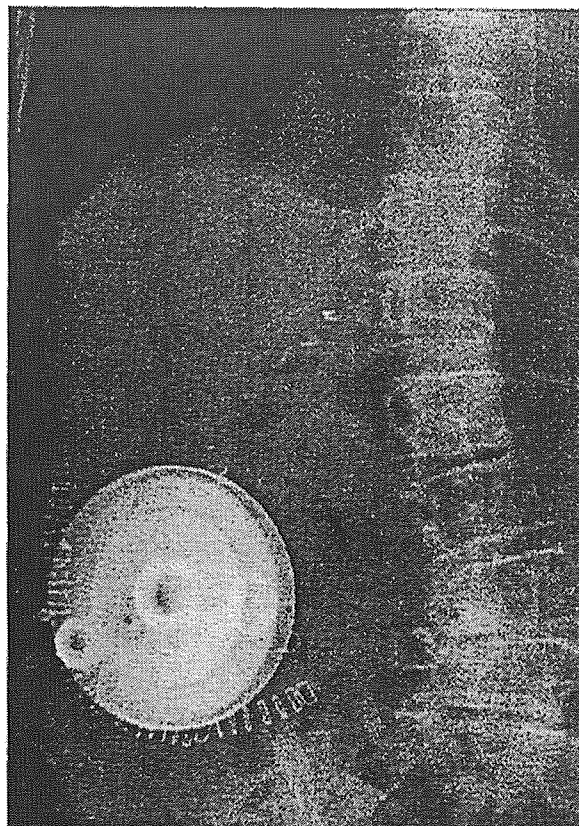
Plain abdominal X-ray
